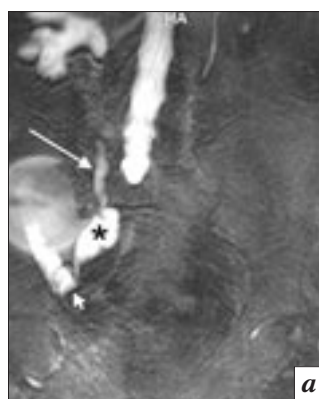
МРТ малого таза, МР-урограмма (а), T2-ВИ в аксиальной плоскости (б). Сдавление правого мочеточника, транспонированного в толстокишечный резервуар, латеральным тазовым лимфоцеле. Лимфоцеле у правой стенки таза (звездочка), расширенный правый мочеточник (стрелка), транспонированный в толстокишечный резервуар (головка стрелки)
